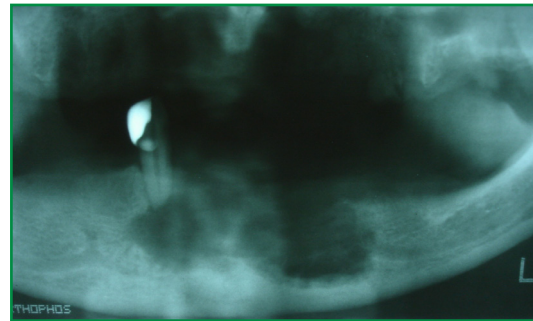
Vista ampliada da radiografia panorâmica com visualização da área envolvida
